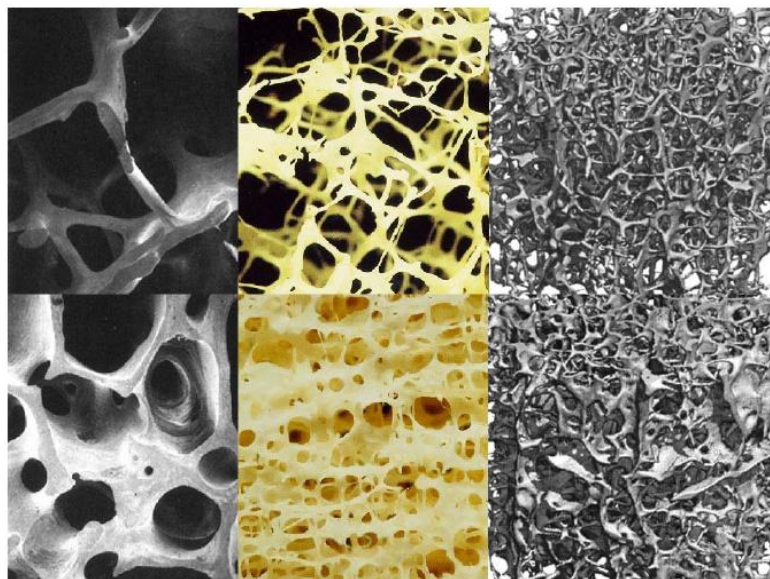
Osteoporotischer (oben) und gesunder Knochen (unten) in verschiedenen Auflösungen. Links und Mitte Elektronenmikroskopie, rechts μ CT¹⁰.
